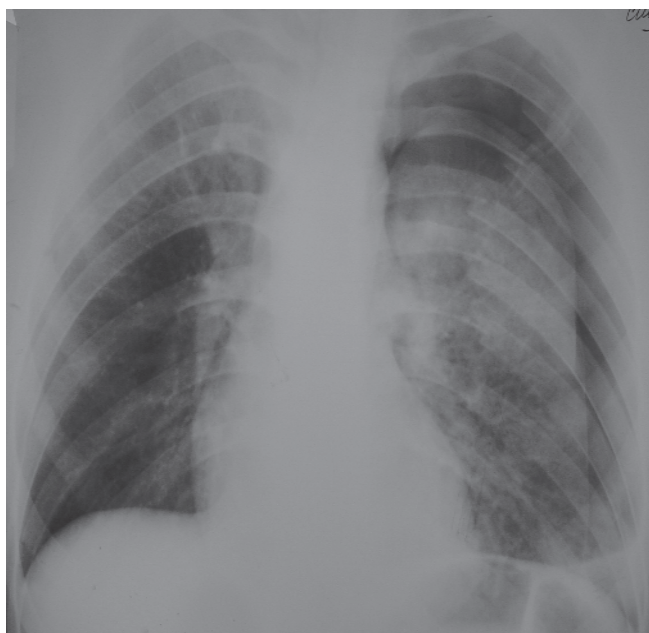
Рентгенограмма грудной клетки: гемопневмоторакс слева.
